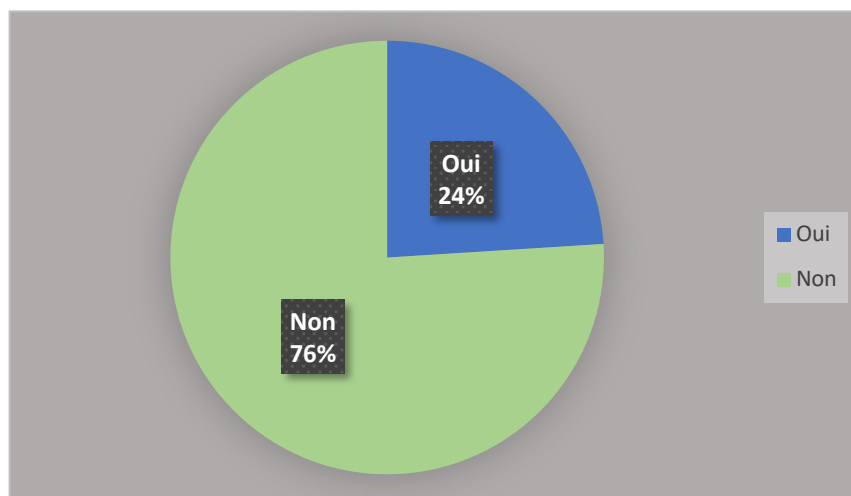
Pratique future de l'échographie au sein des MG
